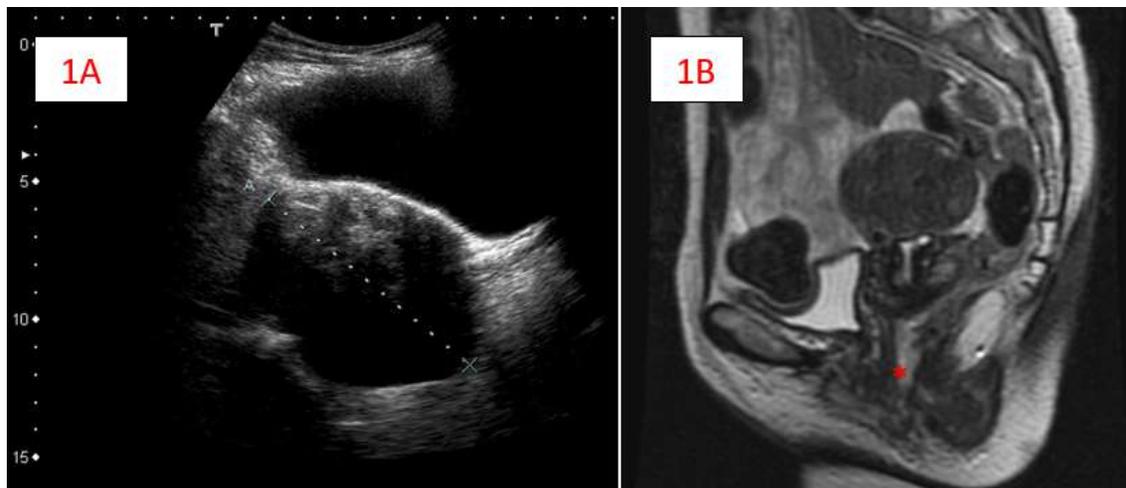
1A: corte transversal de mioma uterino con medición diámetro máximo de 90,5mm en ecografía transvaginal; 1B: corte sagital de mioma en RM secuencia T2, donde se observa continuidad con la vagina (*).
